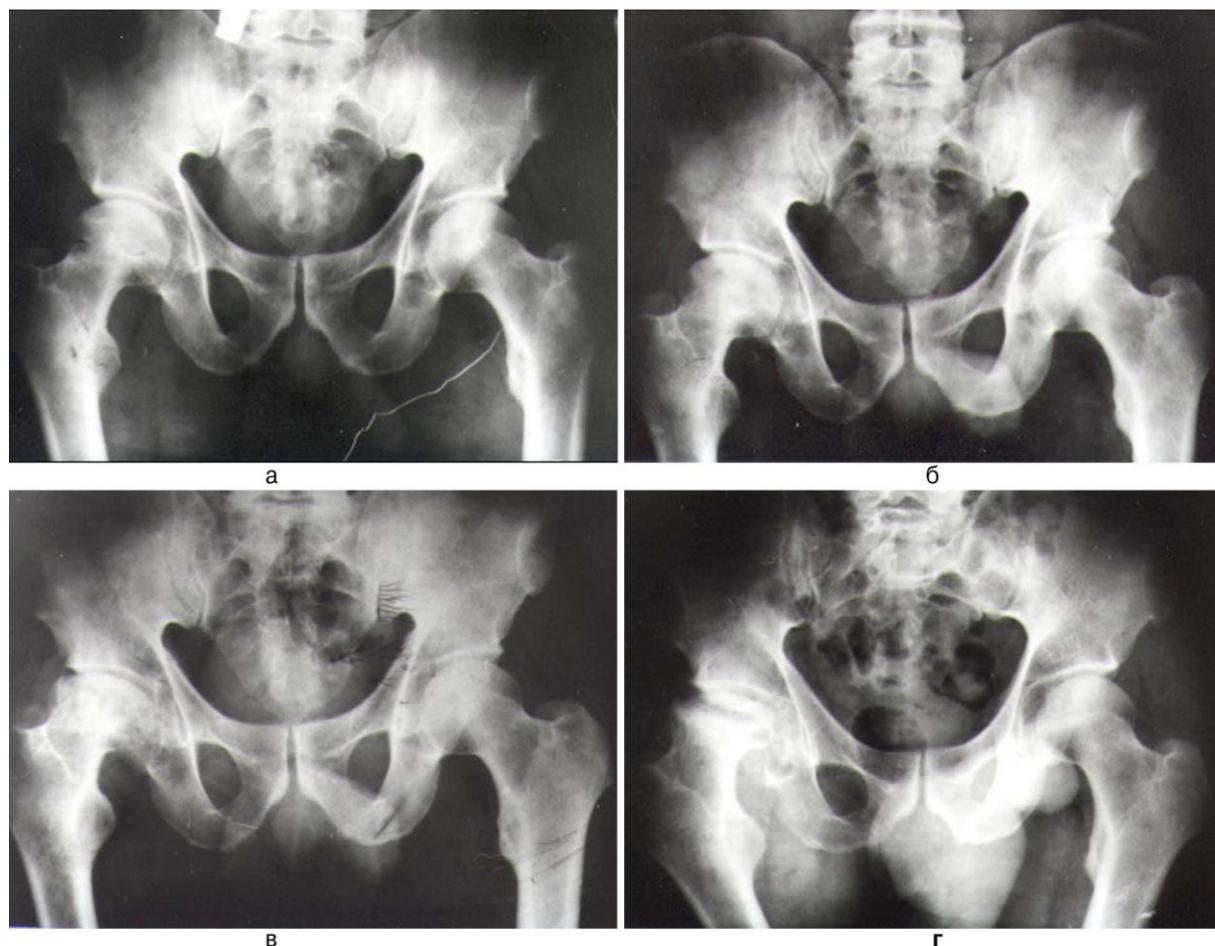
Рентгенограммы больного К., 49 лет: а – в день первичного обращения за медицинской помощью. Структурные изменения в архитектонике головки бедренной кости справа отсутствуют; б – через 5 месяцев от начала заболевания. В верхненаружном квадранте головки справа определяется участок разрежения костной ткани; в – через 12 месяцев от начала заболевания. Справа определяются признаки импрессионного перелома кости, кистозная перестройка в верхненаружном отделе; г – через два года от начала заболевания. Справа головка бедренной кости резко деформирована, уплощена. Структура головки изменена за счет крупных постнекротических кист. Выражены признаки вторичного деформирующего коксартроза, краевые костные разрастания на головке бедренной кости и вертлужной впадине.
